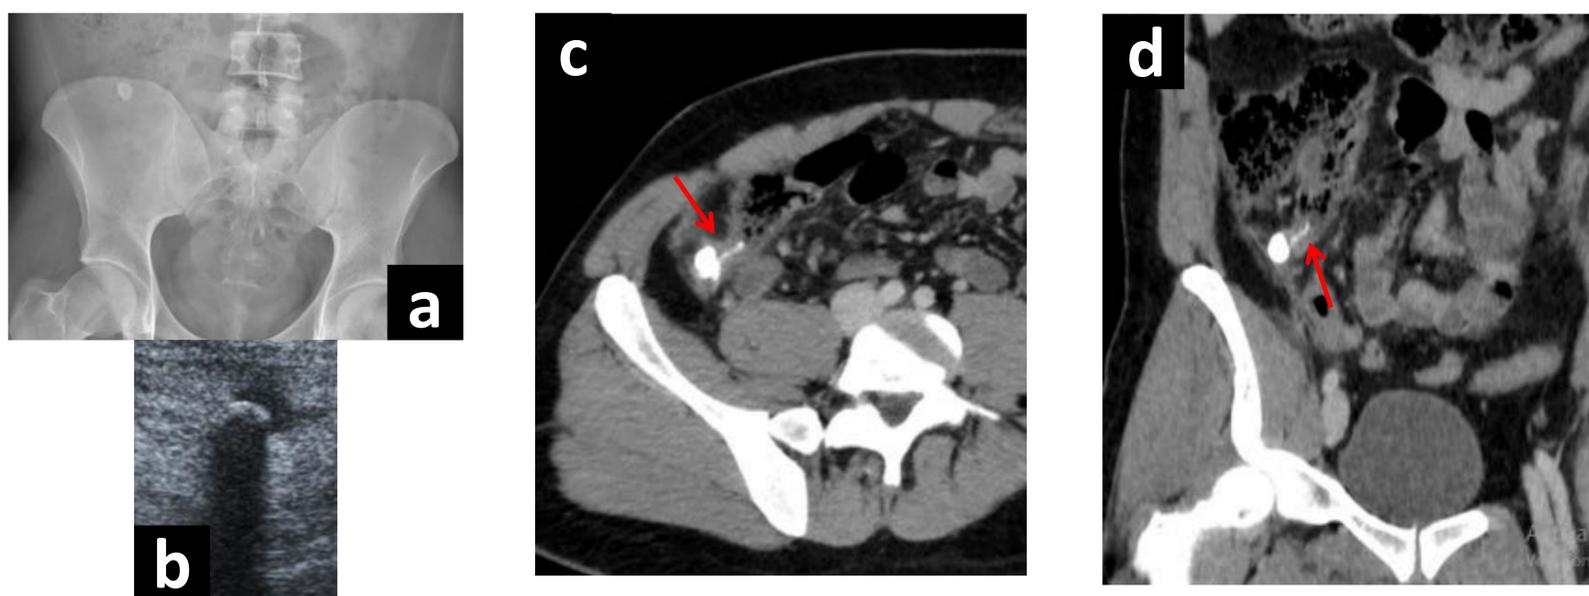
Paciente apendicectomizado con dolor en FID. En la Rx simple (a) y en la ecografía (b) se identifica apendicolito en FID. En las imágenes MPR (c y d) se identifica muñón apendicular (flecha) de paredes engrosadas y diámetro máximo de 15 mm con apendicolito en su porción distal, compatible con apendicitis del muñón.
